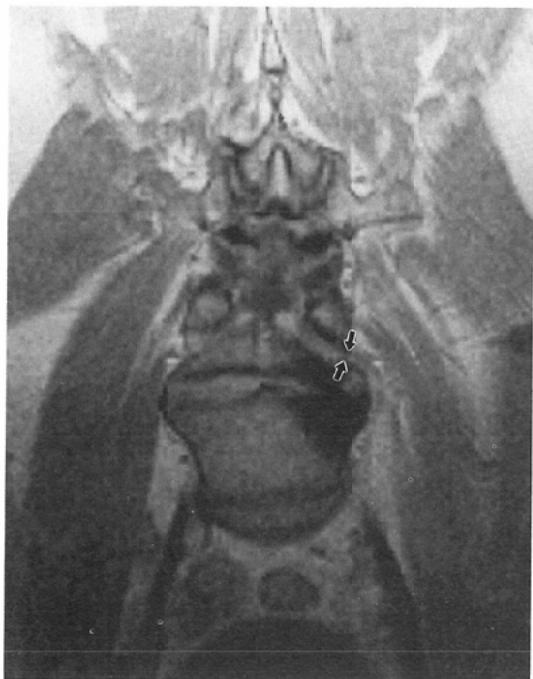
Half coronal MR image with left lateral stenosis at L4/L5 (arrows) caused by bulging disc and spur arising from the posterolateral aspect of the L4 vertebral body.
